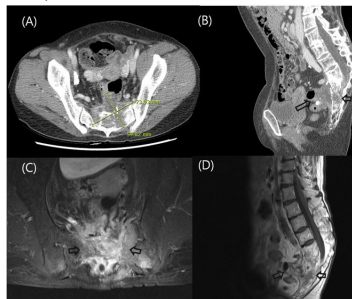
Radiologic finding of pelvis showing bone destructive lesion forming presacral abscess with involvement of rectosigmoid colon. (A) (B) Enhanced pelvic CT. (C), (D) Contrast-enhanced T1-weighted imaging of pelvis.
